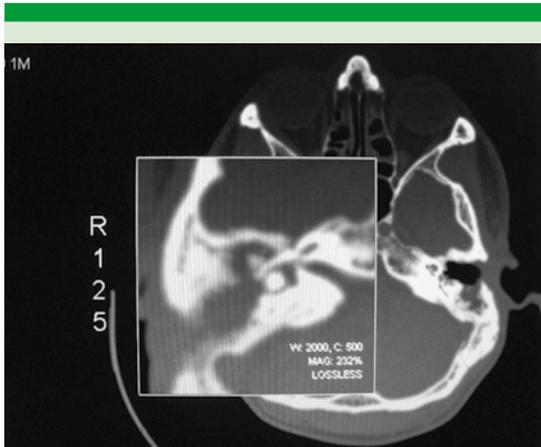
Caso 1. A. Estudio audiológico posquirúrgico. B. Tomografía axial computada en la que se aprecia fístula laberíntica del canal semicircular horizontal izquierdo, mayor a 2 mm.
